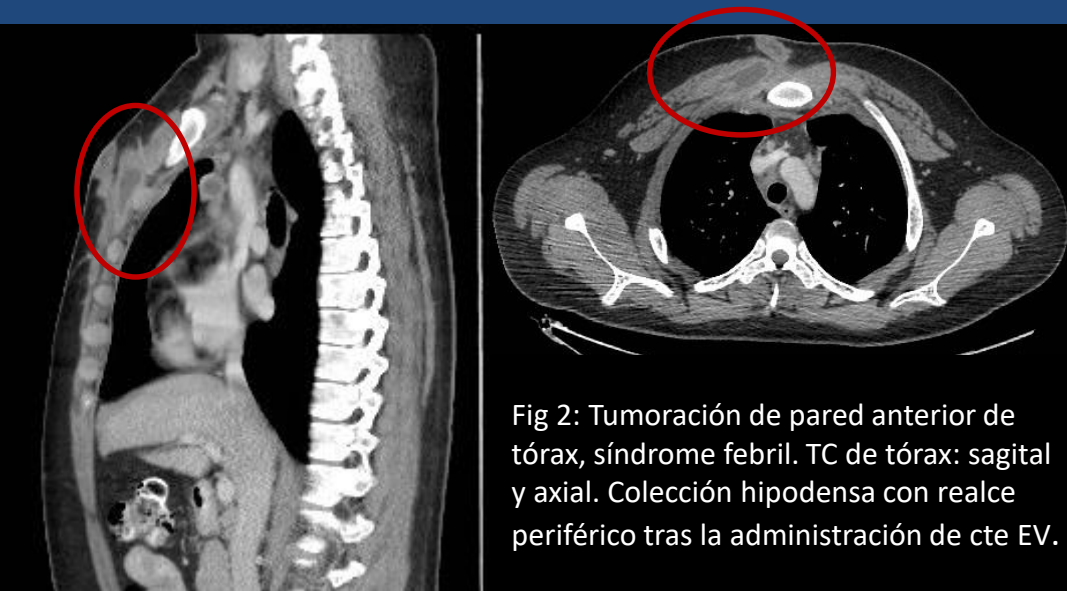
Tumoración de pared anterior de tórax, síndrome febril. TC de tórax: sagital y axial. Colección hipodensa con realce periférico tras la administración de cte EV.
